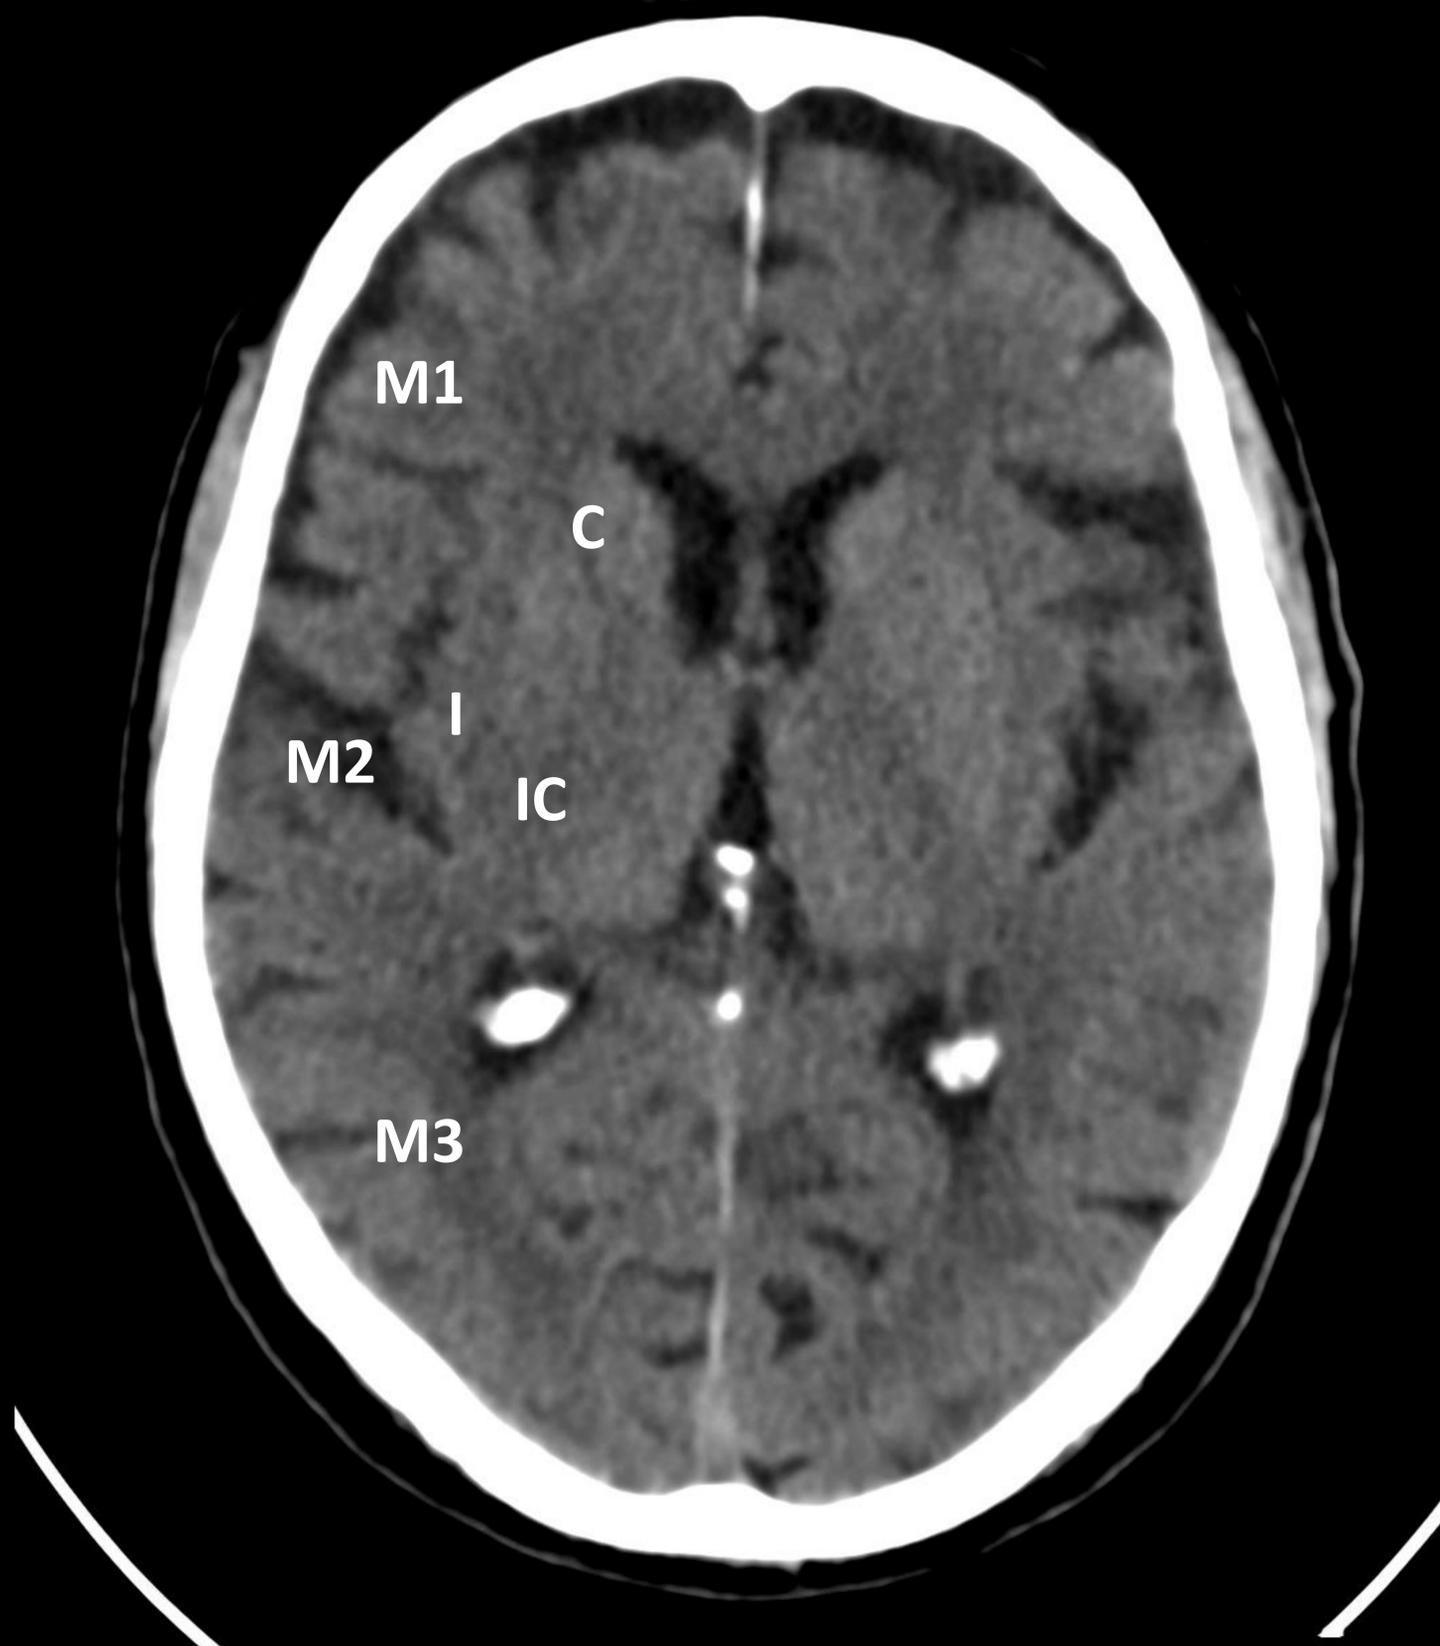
Imagen axial de TC basal craneoencefálico para valoración de la escala ASPECTS, corte inferior: Se divide el territorio de la arteria cerebral media (ACM) en 10 áreas y se valora topográficamente el grado/extensión de una lesión isquémica aguda. Territorios superiores e inferiores de la ACM (M1-6), caudado (C), lenticular (L), ínsula (I) y cápsula interna (IC).
